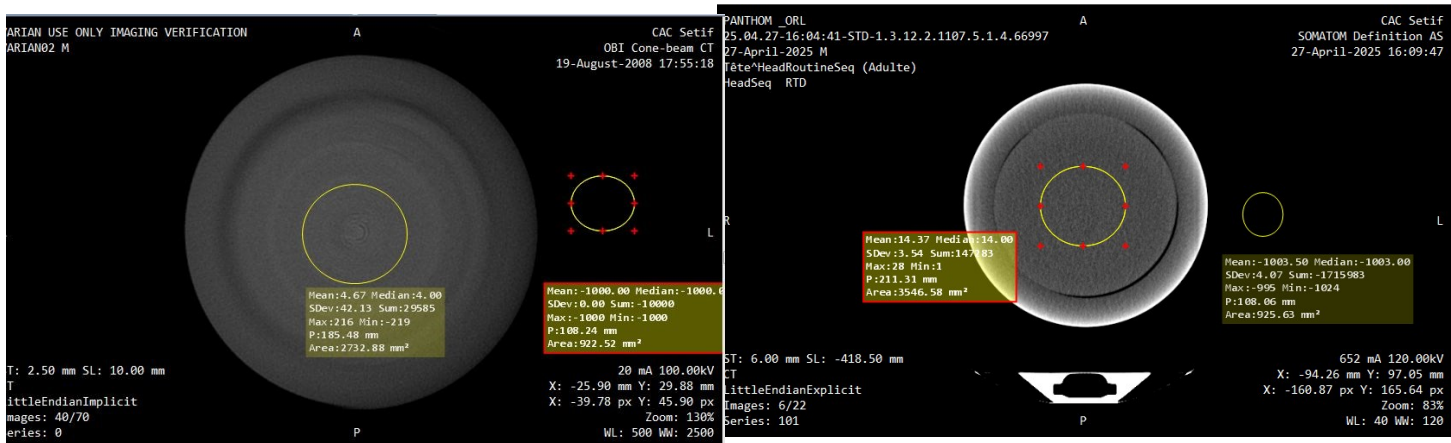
Nombre CT moyen de l'eau OBI Versus CT
